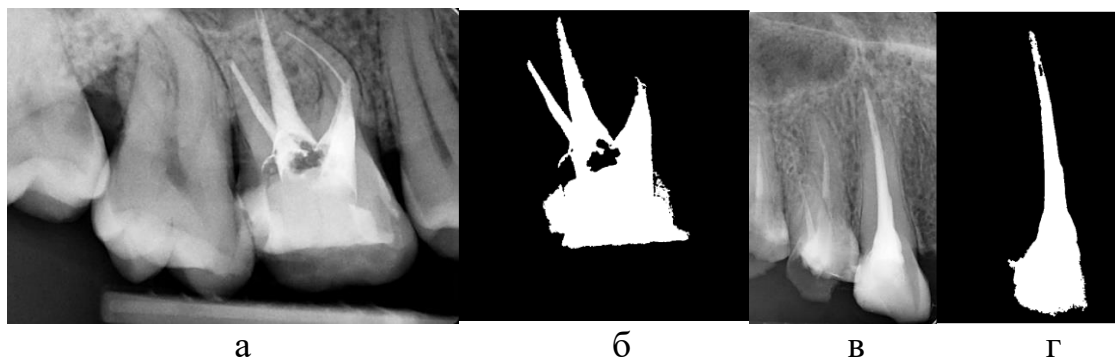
Результат бінарізації рентгенологічних зображень коренів зубів пороговим методом: а, в – вихідні, б, г – сегментовані зображення відповідно
